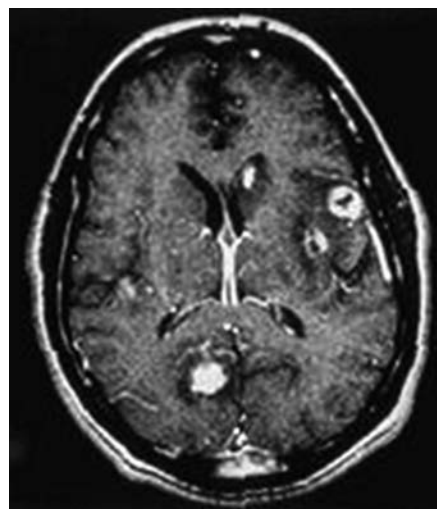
Токсоплазмоз головного мозга (МРТ)
